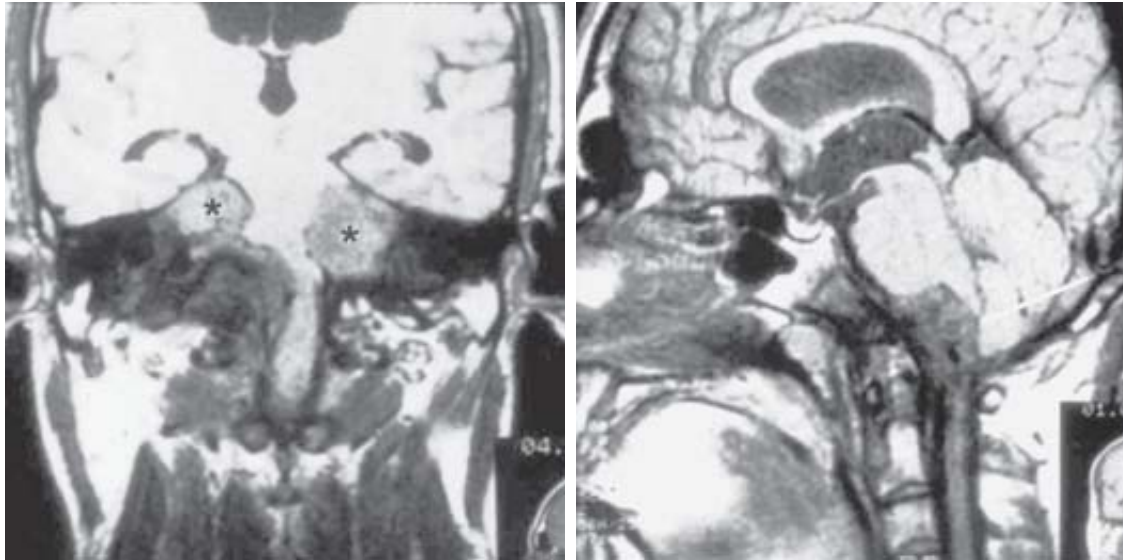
IRM T1 coronal y sagital. Neurofibromatosis tipo 2. Schwannomas vestibulares (*) y meningioma del agujero magno (flecha).
